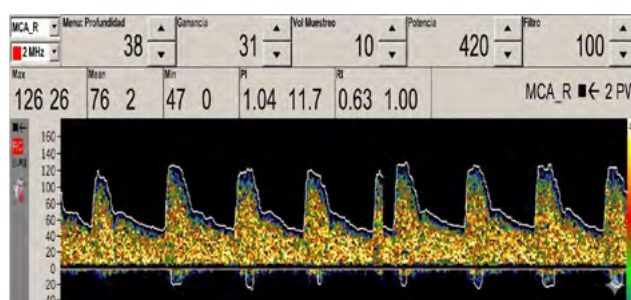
Spectre Doppler pulsé de l'artère cérébrale moyenne droite
